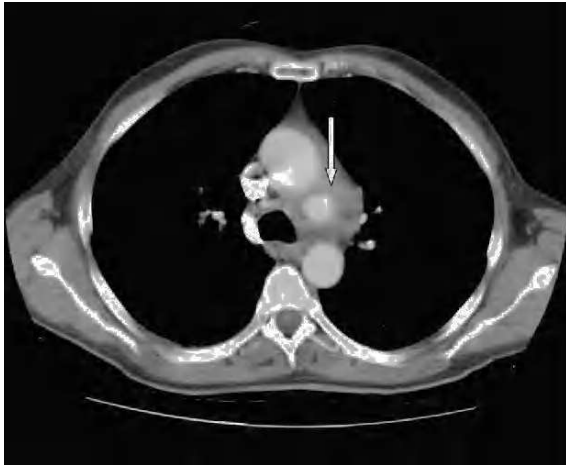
Tomografía computarizada de tórax: imagen de aneurisma en cayado aórtico (flecha).
